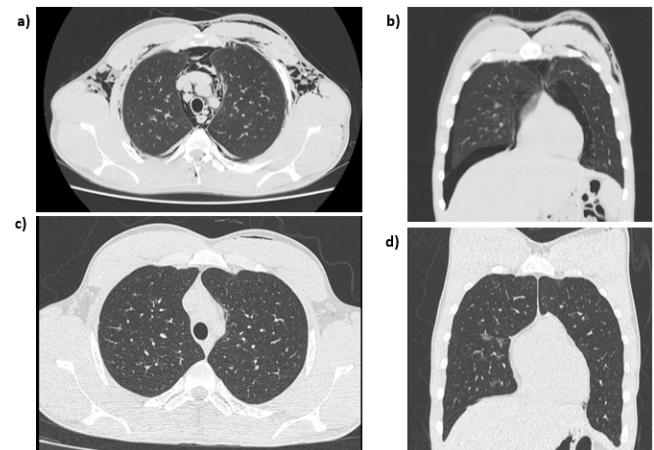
TC tórax referente ao caso clínico 2. À admissão hospitalar – a) e b); À data de alta – c) e d).
